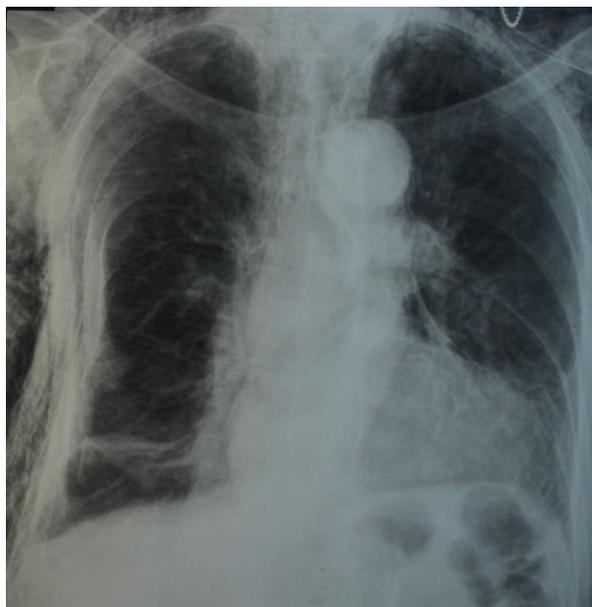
Рентгенограмма грудной клетки (прямая проекция) пациента Б., 64 лет, ИБ № 198031. Множественные переломы ребер справа с деформацией гемиторакса, гемопневмоторакс, пневмомедиастинум, подкожная эмфизема.
